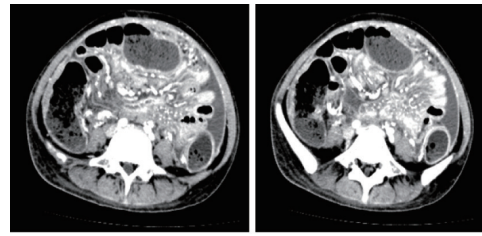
1例难治性DLBCL患者挽救化疗前的腹部CT扫描
